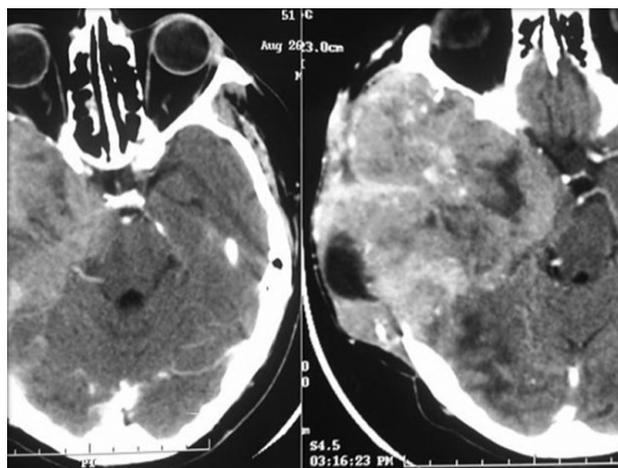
Tomografía axial computada con cortes basales en fase contrastada (se observan los cambios posquirúrgicos mencionados y reforzamiento importante del lóbulo temporoparietal derecho, con áreas de necrosis, desplazamiento de las estructuras de la base y edema en la región occipital).
